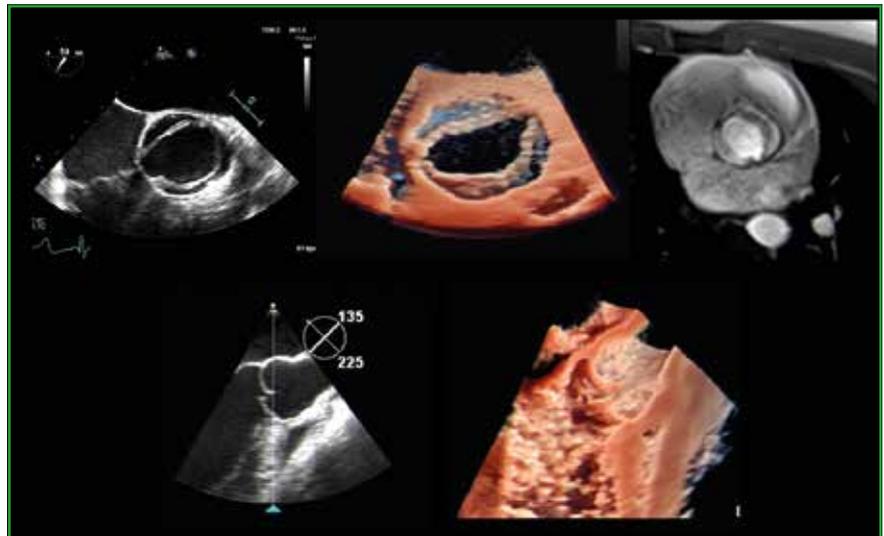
Bicuspidie de type 0 fuyante avec prolapsus de la sigmoïde en position antérieure en échographie transœsophagienne 2D, 3D et IRM.
